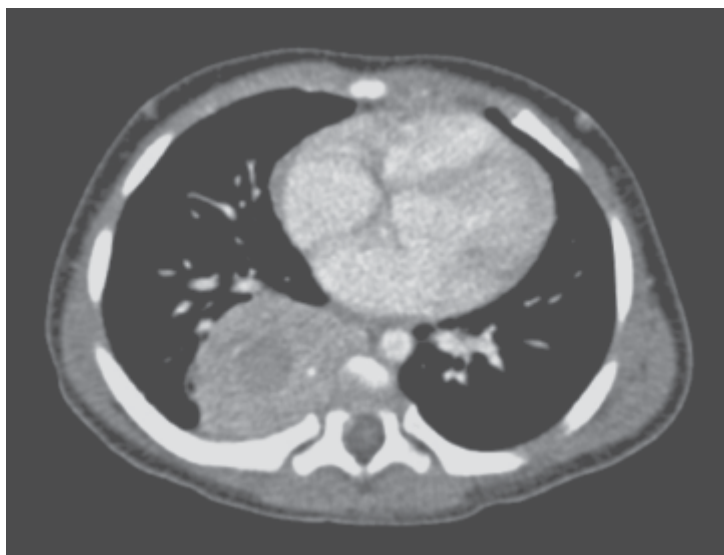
Neuroblastoma. Tomografia computadorizada de tórax, mostrando neuroblastoma.
